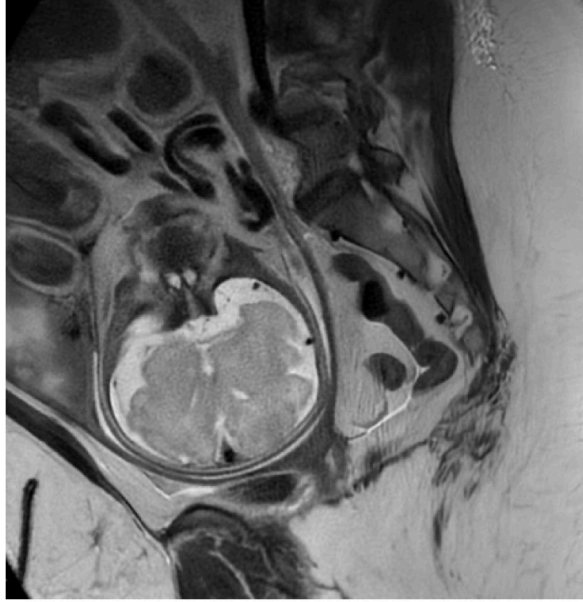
Sagittal T2 MRI: The fetus is visualized within the uterus. Elevated T2 signal in the region of the pancreas and peripancreatic inflammatory changes are observed in the upper abdomen.
